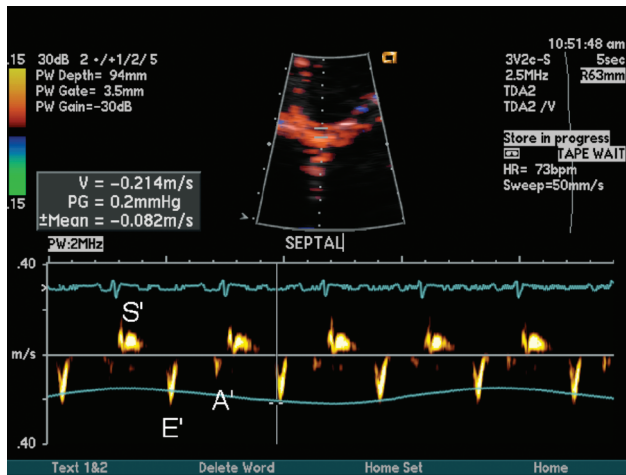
Doppler tecidual com amostra de volume posicionada na região septal do anel mitral demonstrando aumento das velocidades diastólicas precoces (E'), útil no diagnóstico de pericardite constrictiva. (Cortesia da Dra. Vera Salemi)
